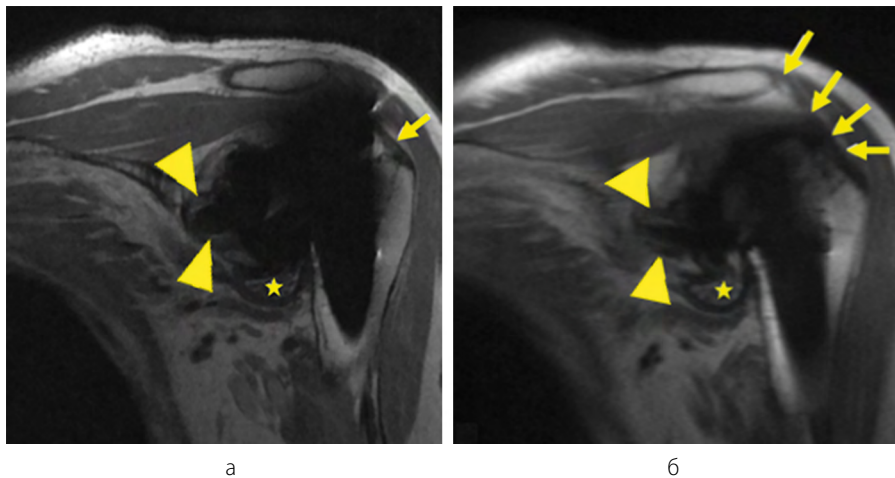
МР-томограммы плечевого сустава после тотального эндопротезирования, кососагиттальная плоскость сканирования PD ВИ: а – до применения MAVRIC, б – после применения MAVRIC [16]
